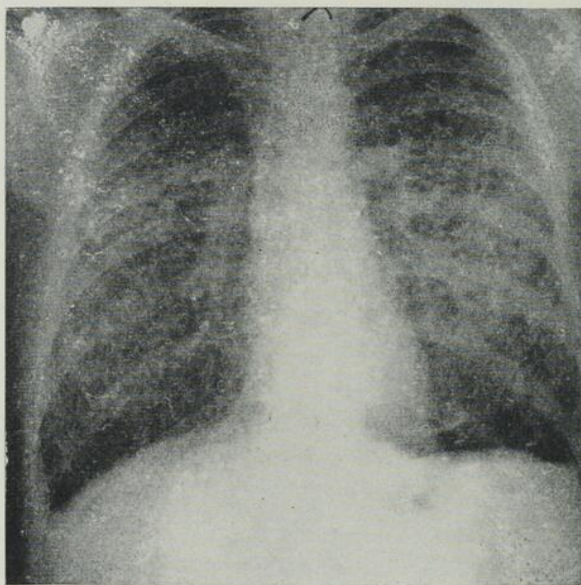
Radiographie pulmonaire du 28 juin 1952. Le poumon gauche est revenu à la paroi. Persistance de l'image en nids d'abeille.
